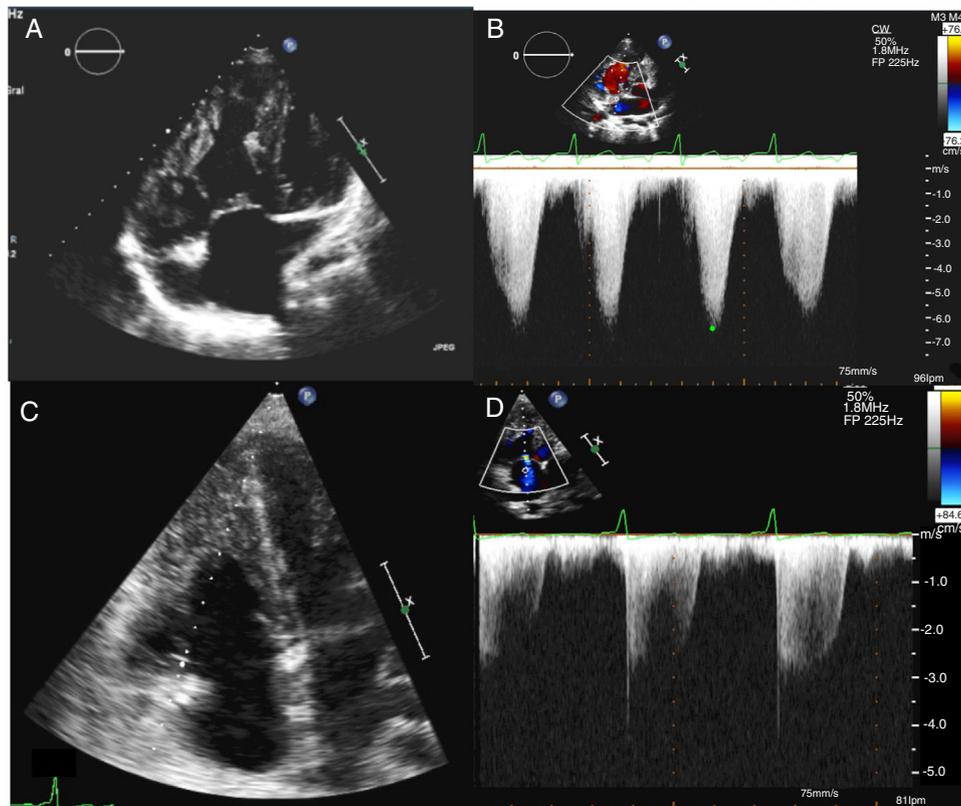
Ecocardiografía: hipertrofia ventricular derecha y gradiente de insuficiencia tricuspídea prequirúrgica (A y B) y posquirúrgica (C y D).
